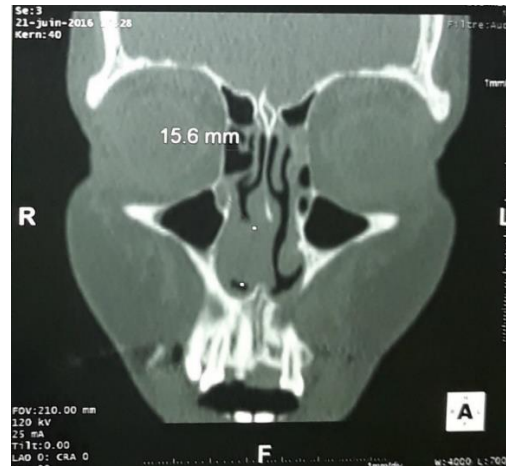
Coupe coronale d'une TDM des sinus de la face mettant en évidence une masse tissulaire développée aux dépens de septum nasal et faisant un effet de masse sur le cornet inférieur droit.
